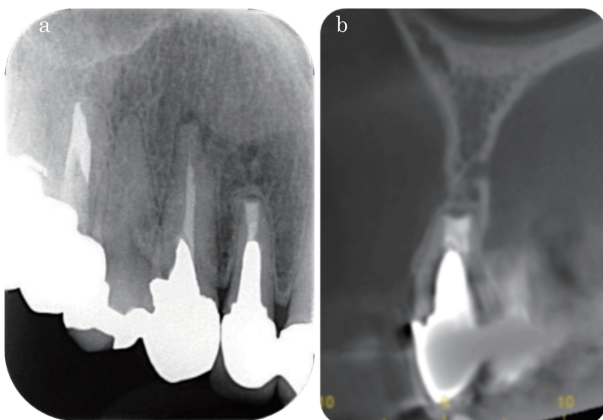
上顎右側側切歯の歯根尖切除後5年経過症例。(a) デジタルデンタルエックス線画像。(b) CBCT矢状断画像。
